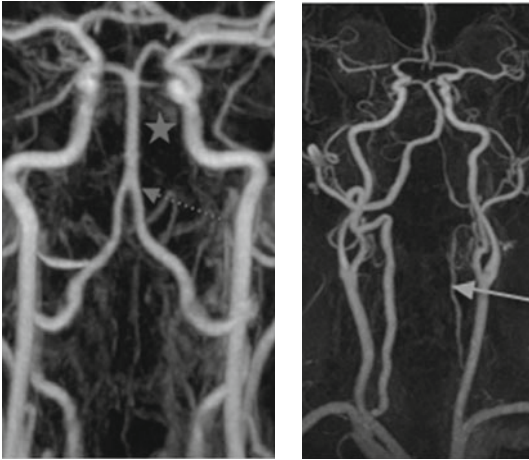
Angio-IRM des tronc supra-aortiques avec à droite un aspect hypoplasique de l'artère vertébrale gauche (flèche) avec hypertrophie compensatrice de l'artère vertébrale droite.
